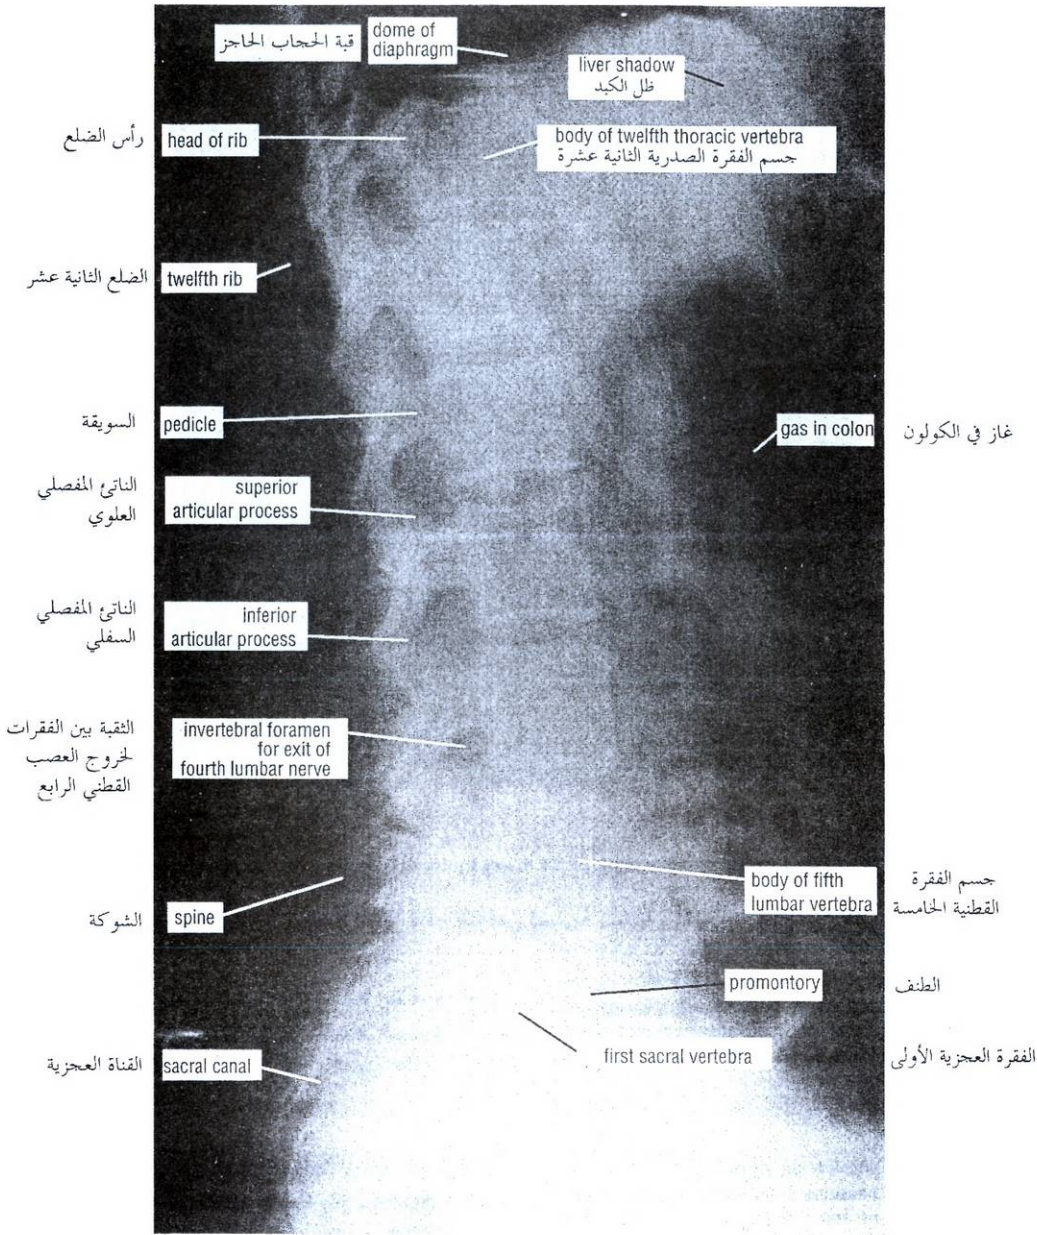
Lateral radiograph of the lower thoracic, lumbar, and sacral regions of vertebral column.
